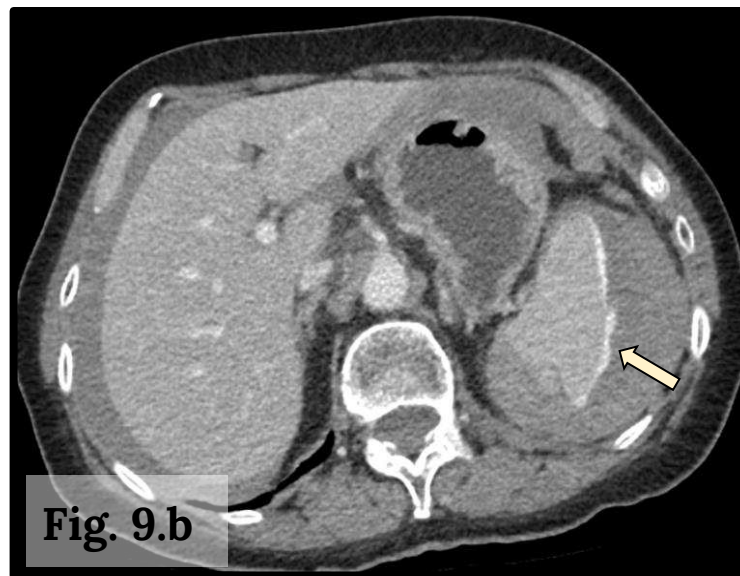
Imágenes de TC en plano axial que muestran un hematoma de gran tamaño en el ligamento gastroesplénico, que rodea el bazo y contacta con la curvatura mayor gástrica. A nivel del polo inferior esplénico se identifica extravasación de contraste en fase arterial, que aumenta en la fase venosa, hallazgos compatibles con sangrado arterial activo.
